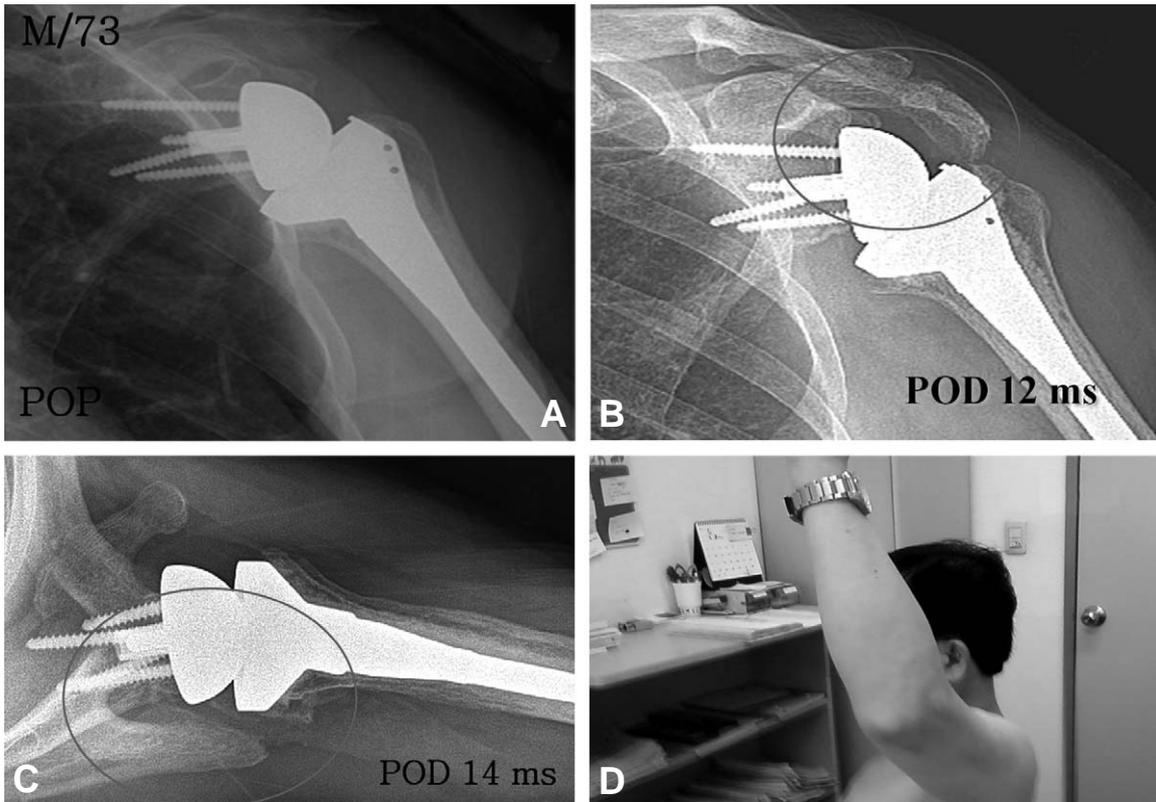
Postoperative fracture of the acromion. (A) Postoperative anteroposterior radiograph of a left shoulder in a 73-year-old man shows the well-positioned reverse prosthesis. (B) Anteroposterior radiograph of the patient at 12 months follow-up shows a acromial fracture. (C) Axial radiograph at 14 months follow-up after conservative treatment shows union of the acromion. (D) Photograph demonstrates excellent return of functional motion.
